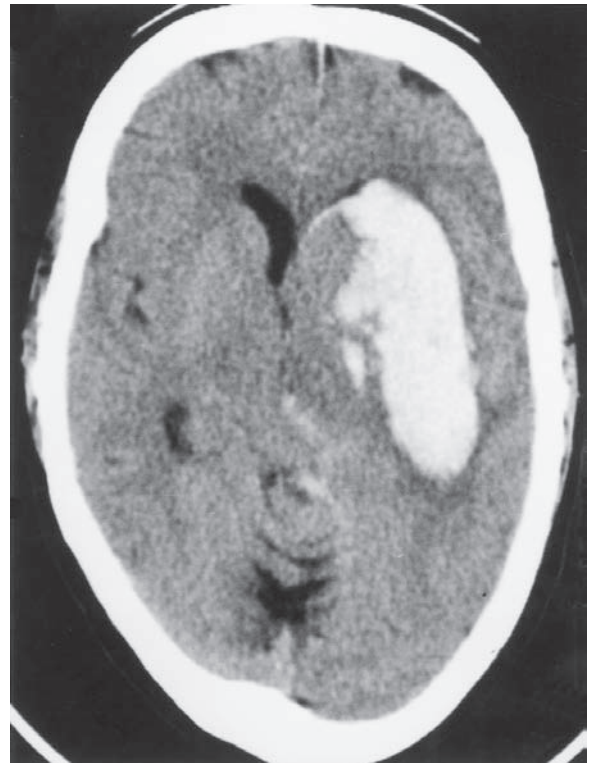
Estudio de CT sin intensificación que muestra la imagen típica de una hemorragia primaria masiva (hipertensiva) en los núcleos basales. El tercer ventrículo y el ventrículo lateral opuesto están comprimidos y desplazados por esta lesión expansiva en masa (12 h después del inicio del accidente vascular cerebral).
